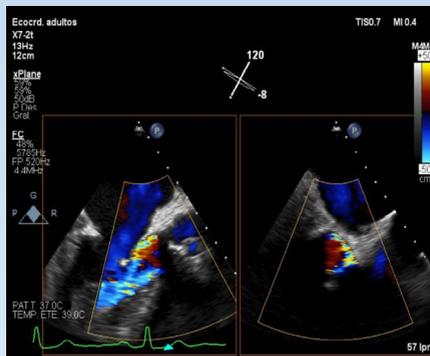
Insuficiencia aórtica severa visualizada en ecocardiograma transesofágico (ETE), con doppler color y X-plane.
